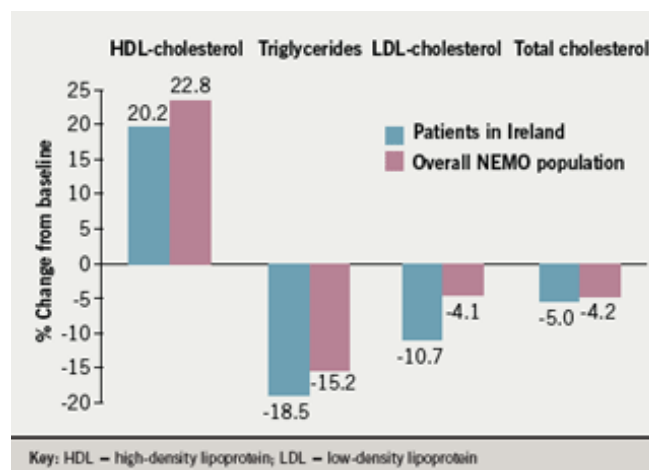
Alterações (%) que o ácido nicotínico provoca no perfil lipídico: elevado aumento de HDL; diminuição de TG ; diminuição de LDL; ligeira diminuição do CT (adaptado de O`Reilly *et al.*, 2008).
